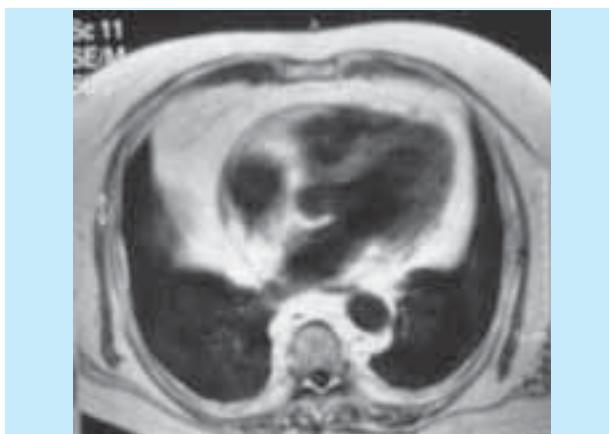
RM ponderada em T1 (plano axial) - presença de marcado aumento da gordura mediastínica
